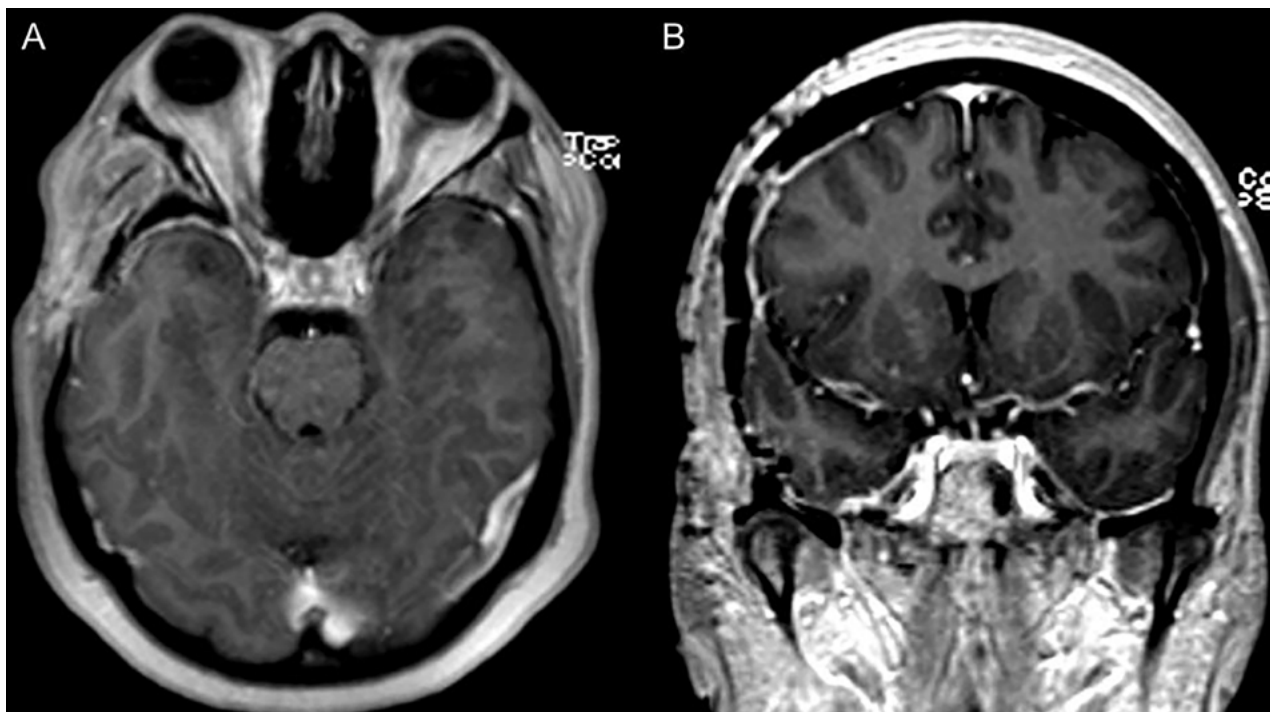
RMN de cerebro en secuencia T1 con contraste; cortes axial y coronal (A y B). Control a los 2 meses posterior a la cirugía y corticoterapia.
